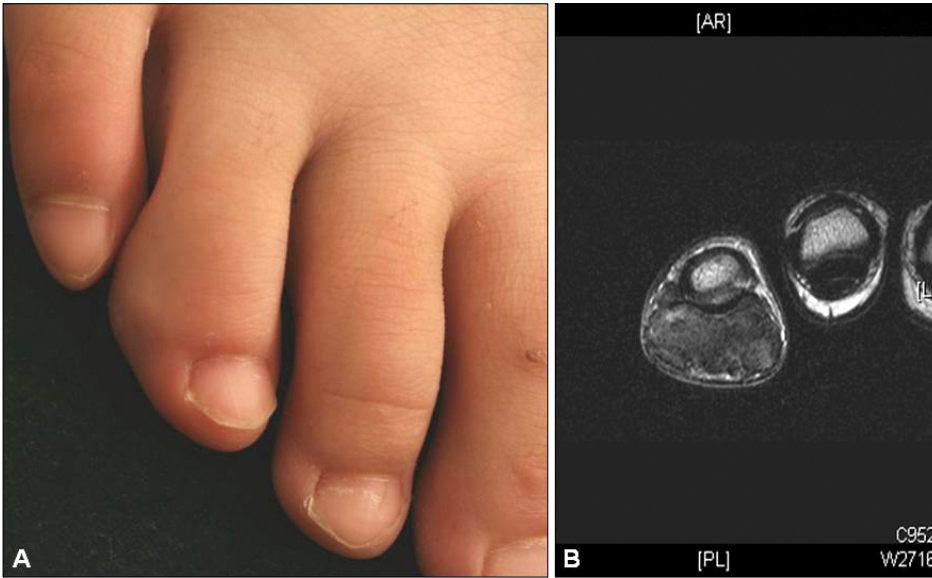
(A) 0.5×0.5 cm sized solitary subcutaneous nodule on the lateral side of Rt. 4th toe. (B) MRI showed a mass surrounded by the sheath of the flexor tendon of the distal and mid phalanx of the right 4th toe.
